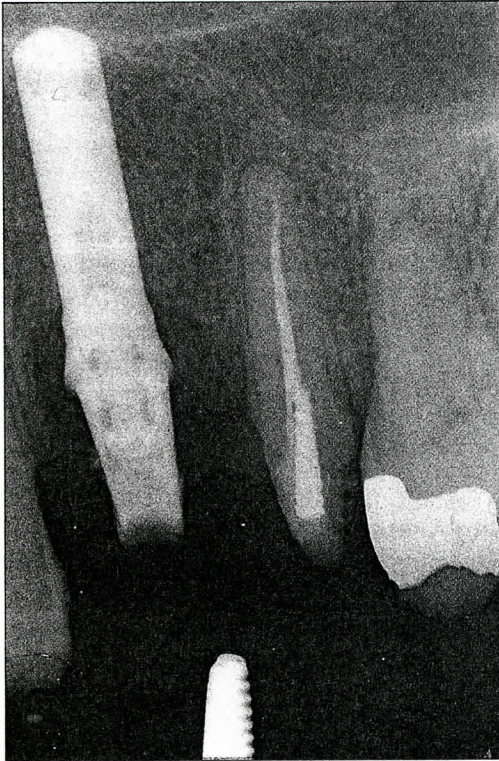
El ajuste preciso del pilar atornillado debe ser chequeado con una radiografía retroalveolar.
